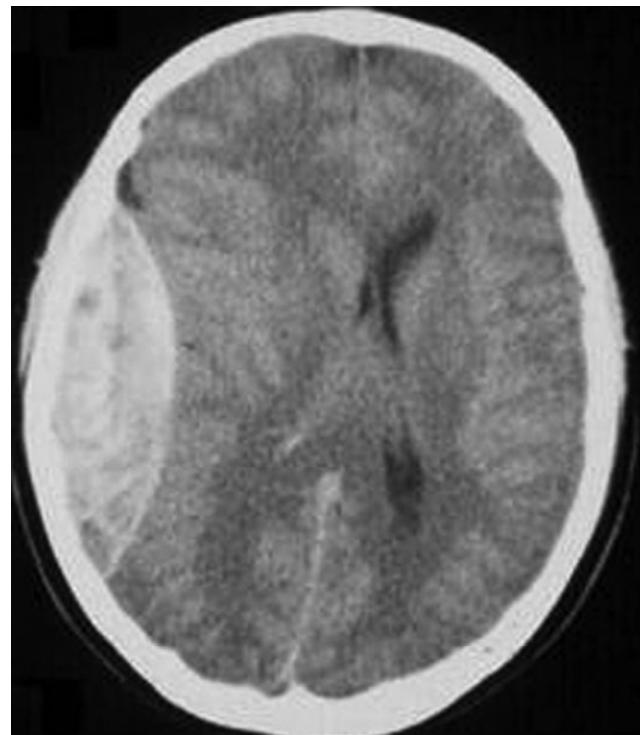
TAC de cráneo que muestra hematoma epidural temporoparietal derecho.
